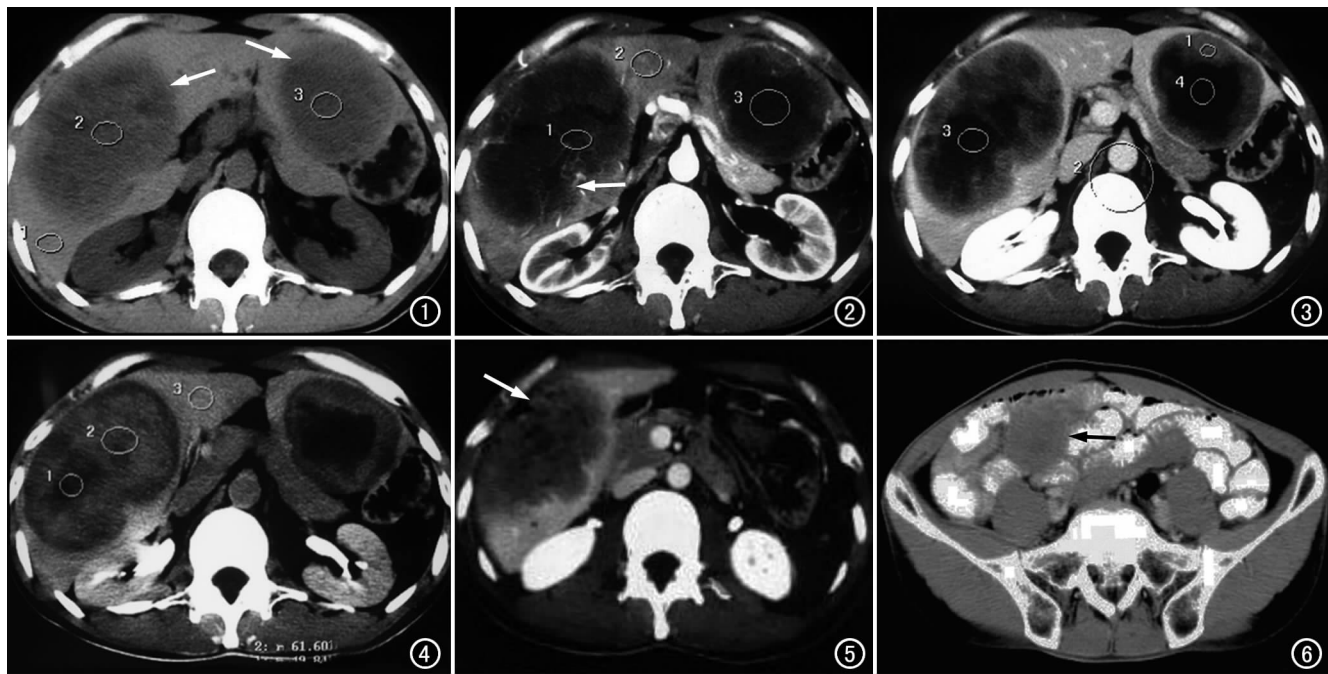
CT平扫,示肝左叶、肝右叶各有一巨大低密度占位影(箭),未显示其它小病灶。图2 CT增强扫描,示动脉期肿块内有多条小血管显影(箭),但肿块的实质部分未显强化。图3 门脉期,仅见肿块周边轻度强化。图4 延迟60 min扫描,示肿块内部明显强化,内有低密度影,但周边部则显示为低密度。图5 增强扫描静脉期,示肝内肿物边缘包膜不完整(箭),也未见正常肝组织包绕(考虑为肿物破裂征象)。图6 CT复查增强扫描,示盆腔多处占位病变(箭)。
